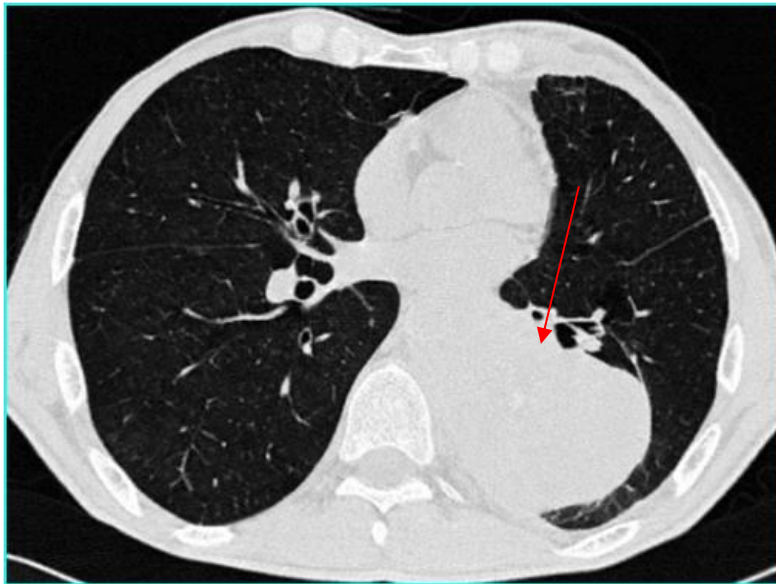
КТ ОГК. В нижней доле левого легкого определяется образование, которое распространяется на аорту
